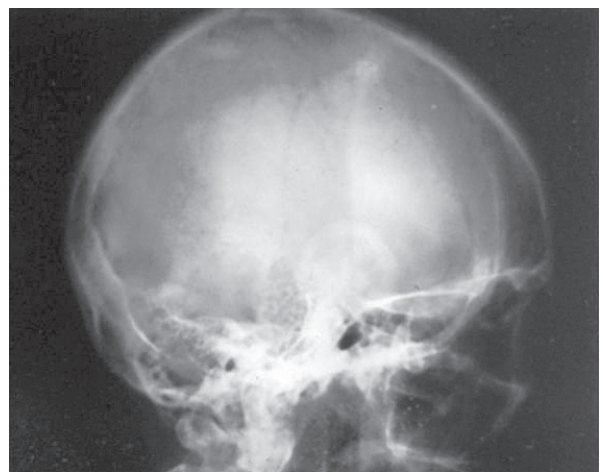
Radiografía de cráneo, se evidencian dos imágenes osteodensas de 10 mm en la parte superior.
